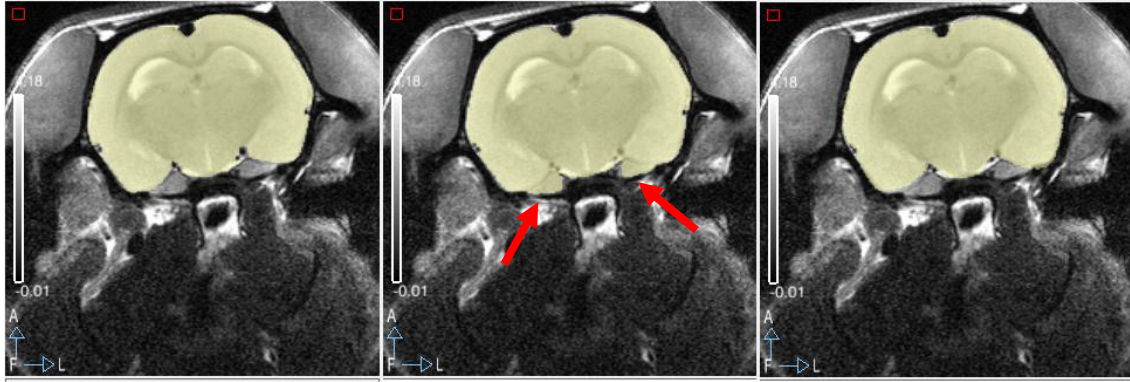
Corte transaxial correspondiente a la zona cerebral central de una MRI de rata Long-Evans fusionada con su máscara (de izquierda a derecha): manual, BEA-PCNN y SBR.
